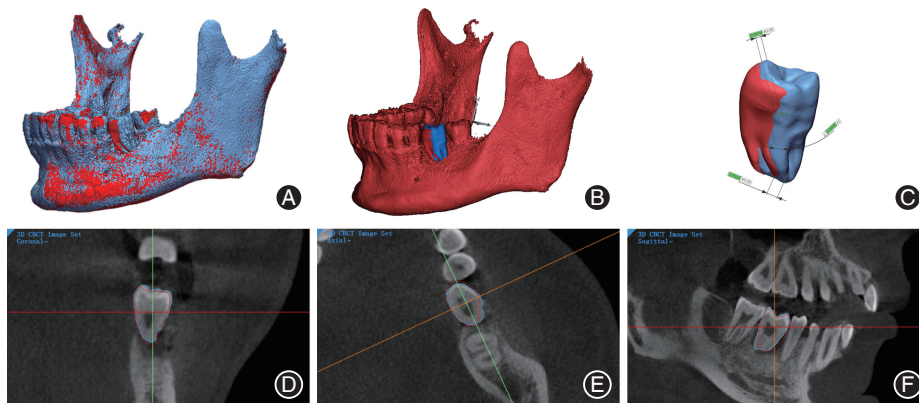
术前设计牙齿位置与术后实际牙齿位置的比较 A:术前及术后下颌骨最佳拟合对齐;B:术前及术后牙齿位置;C:Control X软件分析术前术后牙齿位置的偏差数据;D:牙齿偏差的锥形束CT(CBCT)冠状位视图;E:牙齿偏差的CBCT轴位视图;F:牙齿偏差的CBCT矢状位视图。
